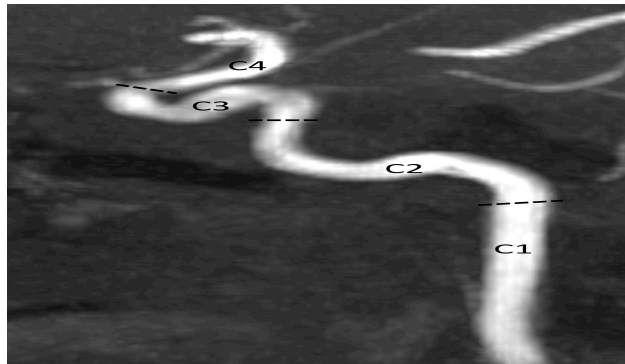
Angioressonância nuclear magnética. TOF axial com reconstrução MIP (Maximum Intensity Projection) no plano sagital oblíquo demonstrando os segmentos da artéria carótida interna.
